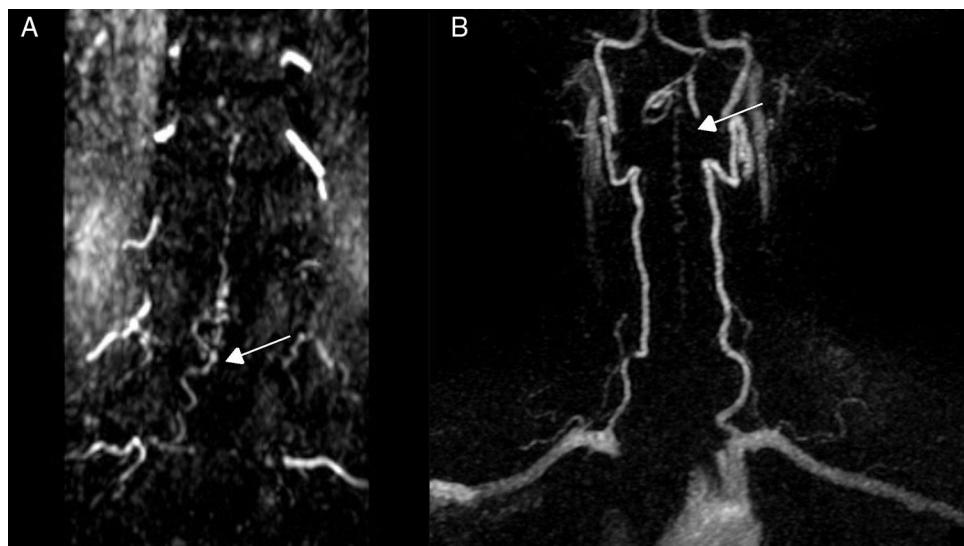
Secuencias TRICKS de RM que muestran la localización exacta del nivel de la fistula. A) FAVE dural L2 derecha (paciente 10). B) FAVE dural C1 (paciente 3).
